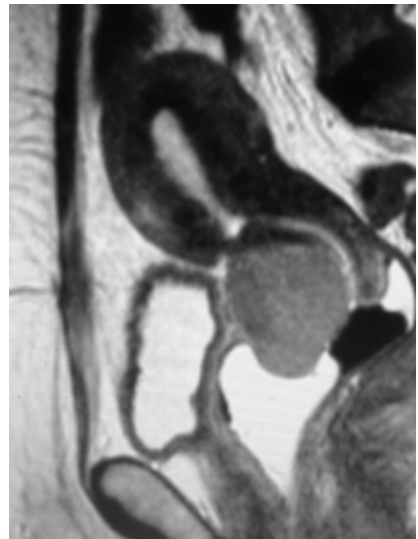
imagen de una RMN de pelvis que muestra un carcinoma de cérvix localmente avanzado, que compromete parametrios y parte de vagina. Este es un caso no quirúrgico de inicio.
